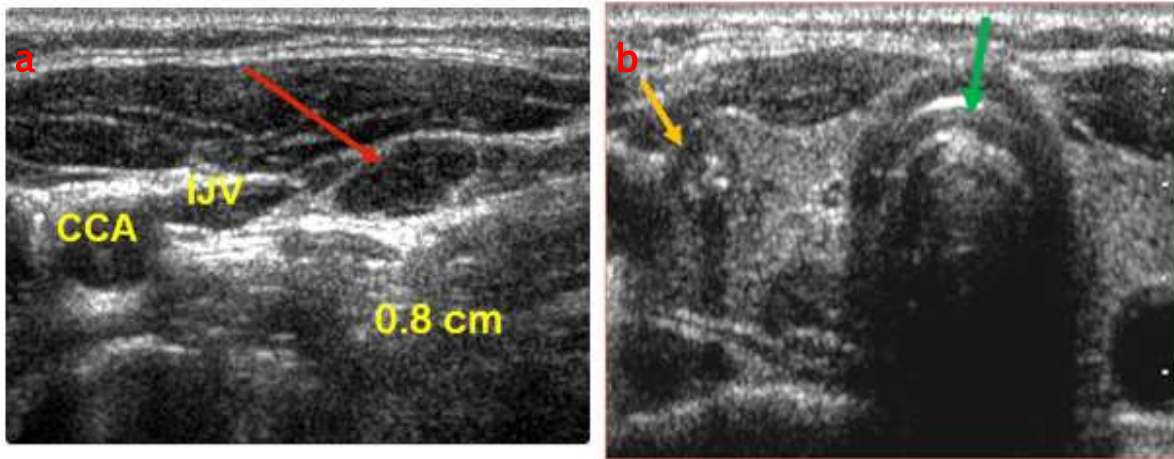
(a)Échographie cervicale. CCA : l'artère carotide commune, IJV : la veine jugulaire interne. La flèche rouge indique un ganglion lymphatique de 8 mm dont la biopsie confirme le diagnostic de cancer papillaire de la thyroïde métastatique. (b)Échographie de la glande thyroïde. La flèche indique la trachée. La flèche jaune indique un nodule thyroïdien droit dont la biopsie à l'aiguille fine a prouvé le diagnostic de cancer papillaire de la thyroïde. (39)
